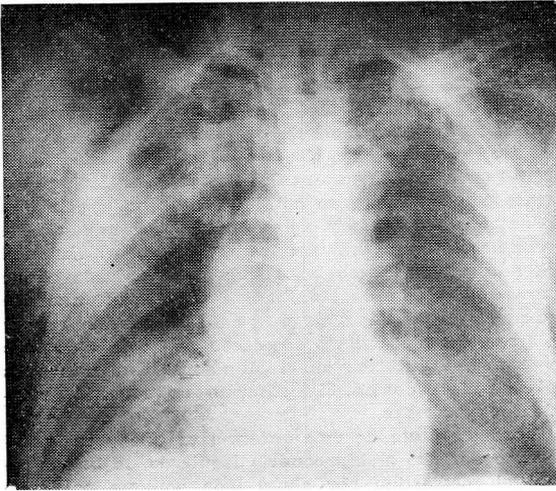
Radiografía de tórax con paciente acostado (imposibilidad de tenerlo incorporado) que muestra el neumomediastino y el enfisema parietal extenso.
